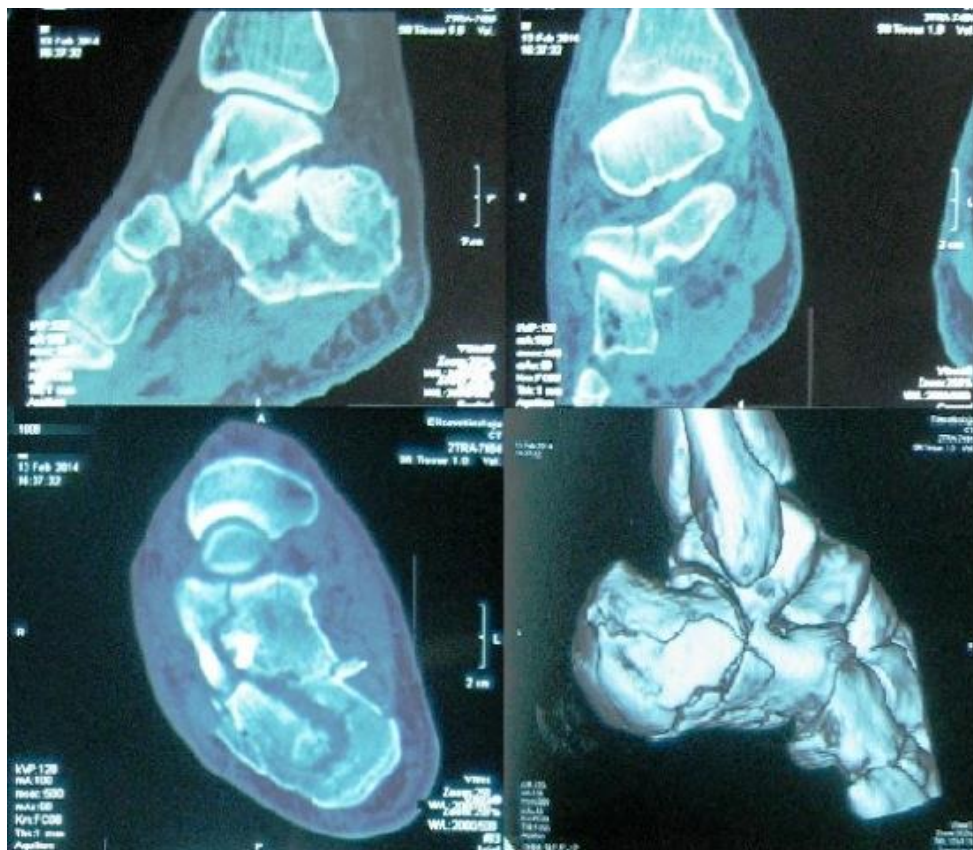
Компьютерная томография правой пяточной кости пациента С. в сагиттальной, коронарной и аксиальной проекциях с 3D-реконструкцией
